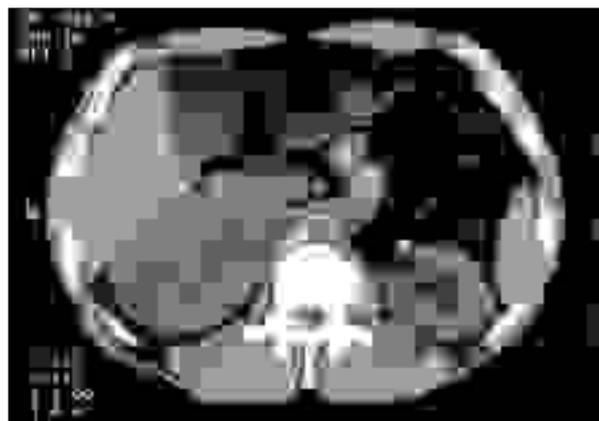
Feocromocitoma en la glándula adrenal derecha visualizada por CT abdominal.
